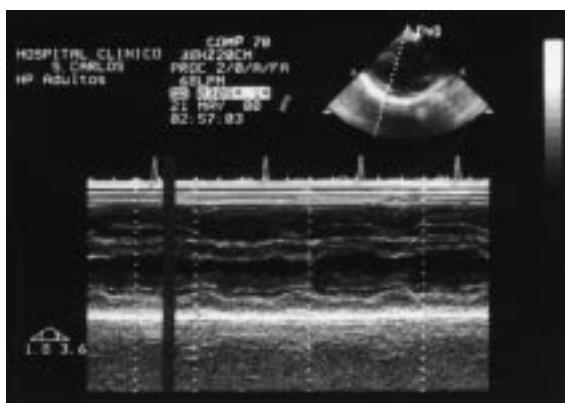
Ecocardiografía transtorácica que evidencia un derrame pericárdico posterior.
